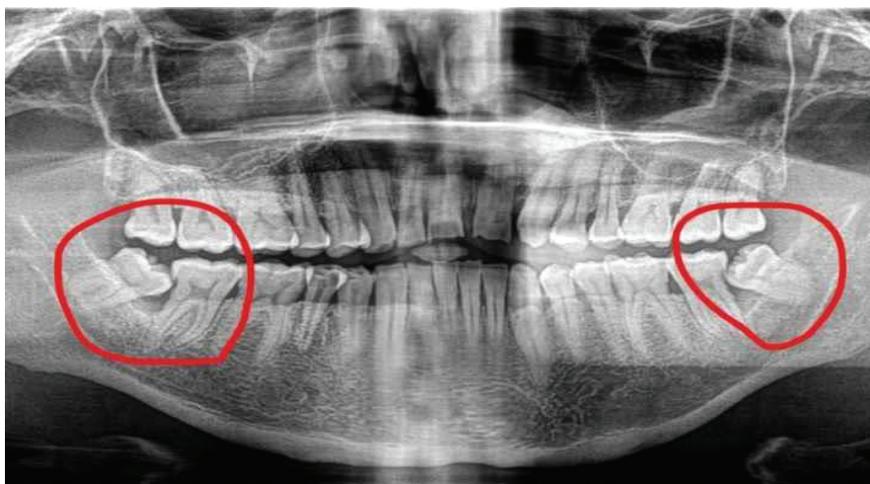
Рентгенограмма зуба с мезиальным, дистальным наклоном и горизонтальным положением
